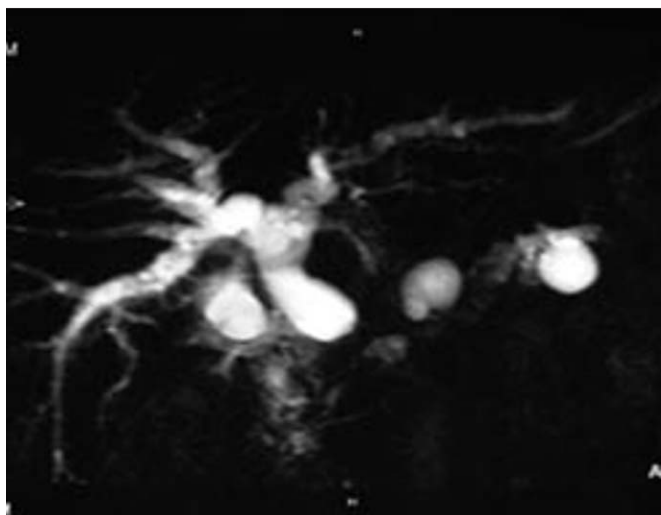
TIPMP dégénérée infiltrante céphalique. IRM en coupes épaisses pondérées T2. La lésion céphalique entraîne une sténose serrée de la terminaison de la voie biliaire principale. Deux lésions kystiques des canaux secondaires pancréatiques sont associées.
